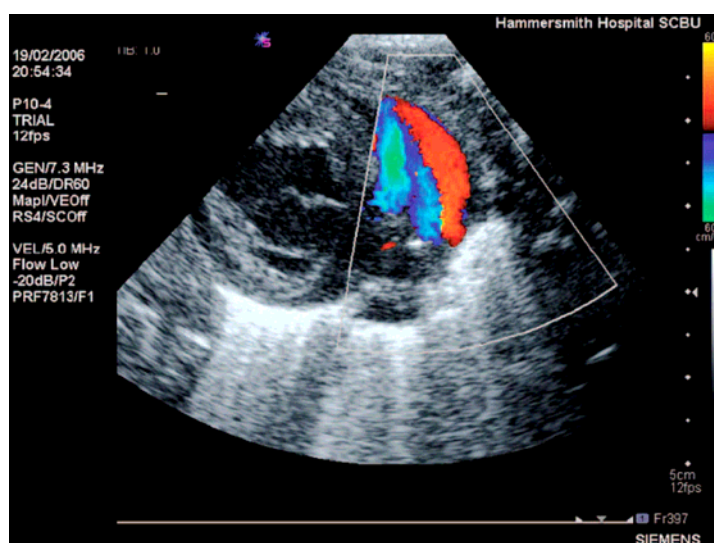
CORTE PARA-ESTERNAL ALTO COM A IMAGEM DA PCA COM SHUNT DA ESQUERDA PARA A DIREITA: O CANAL É VISUALIZADO NO COLOR DOPPLER COM FLUXO EM VERMELHO
